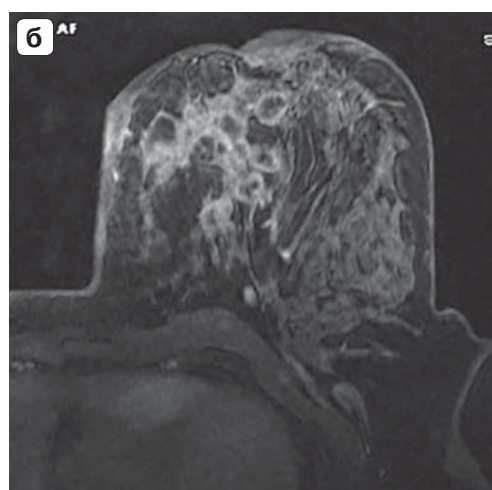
МРТ. Пациентка 30 лет. Нелактационный мастит (формирующиеся абсцессы) в правой молочной железе. На магнитно-резонансных томограммах молочные железы в аксиальной на T2ВИ (а), T2ВИ Fs (б), субтракция (в), MIP (г), постконтрастной в T1ВИ Fs в сагиттальной плоскости (д) и фронтальной на T2ВИ Fs (е). Имеется диффузный отек ткани правой молочной железы с наличием множественных кистозных участков, располагающихся преимущественно по периферии воспаленной стромы. Кистозные участки имеют неправильно вытянутую форму, стенки их неравномерно утолщены, определяется выраженное накопление КВ железистой тканью и кольцевидное по капсуле кистозных участков. При построении MIP-реконструкций определяется усиление сосудистой сети правой молочной железы. BI-RADS 4, лимфатические узлы обычных размеров, но единичные с нарушением внутренней дифференцировки на корковый и мозговой слои, Node-RADS 3.
